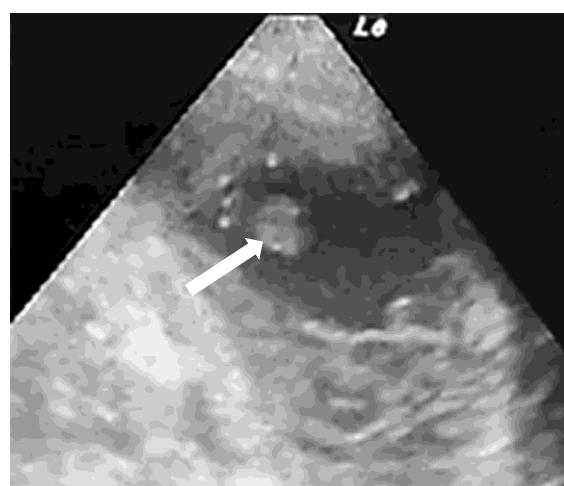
Эхокардиограмма; короткая ось левого желудочка на уровне верхушки; стрелкой указан тромб
